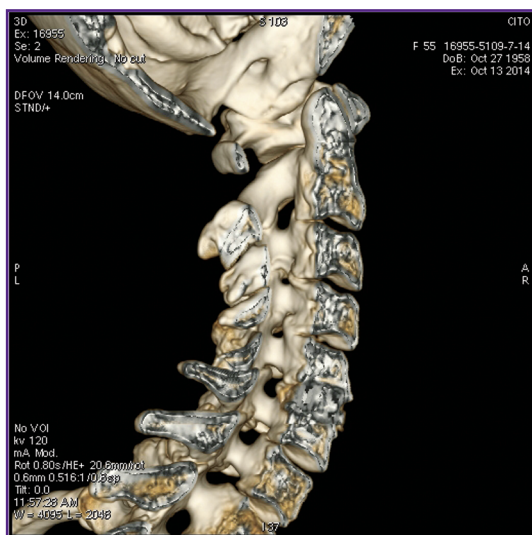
МСКТ: трехмерная реконструкция изображения; правые отделы позвоночника удалены; визуализируются стенозы межпозвоночных отверстий C_{III}-C_{IV}, C_{IV}-C_V слева со стороны позвоночного канала
